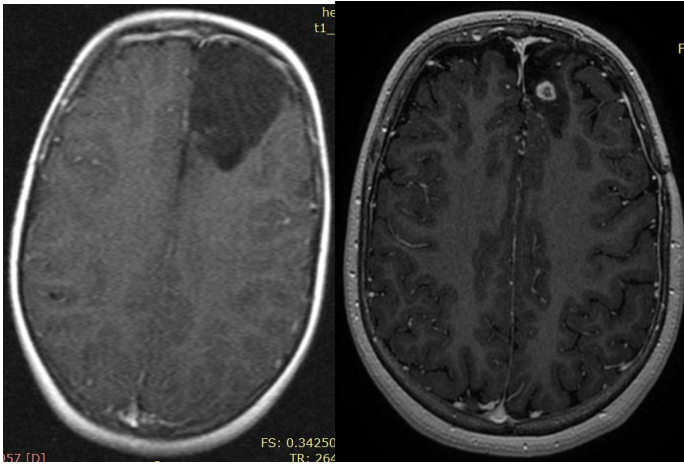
МРТ б-го В., 9 лет (и/б 7203-2017). Дз: Пилоцитарная астроцитома левой лобной доли. Рецидив опухоли. (Объяснение в тексте).
